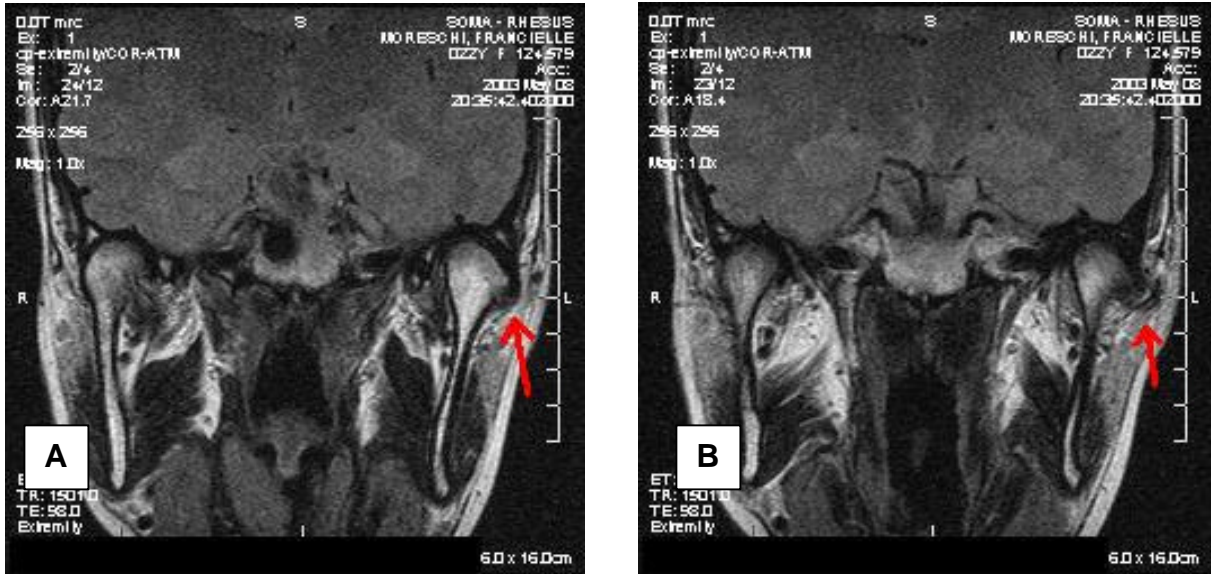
A) e B) RM em cortes coronais sucessivos da ATM mostrada na Figura 6.11 (Caso 3), na posição de boca fechada, confirmando o deslocamento lateral do disco (setas vermelhas), principalmente no sentido látero-inferior
